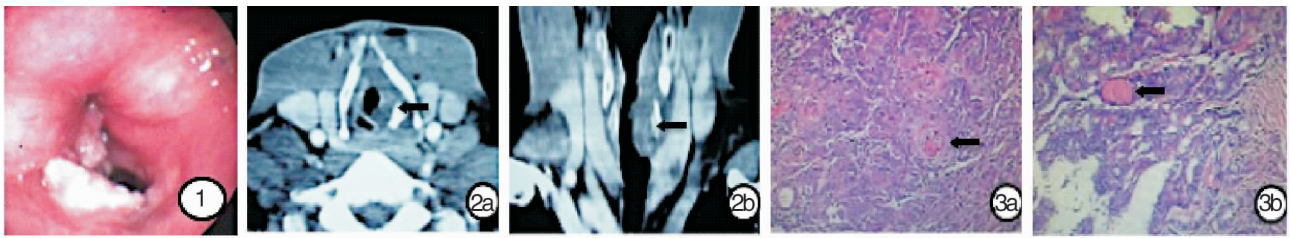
纤维喉镜示喉部病变,喉腔内大量乳头状瘤样物堵塞,累及左侧声带并固定,呼吸区小 图 2 颈部平扫+增强 CT
